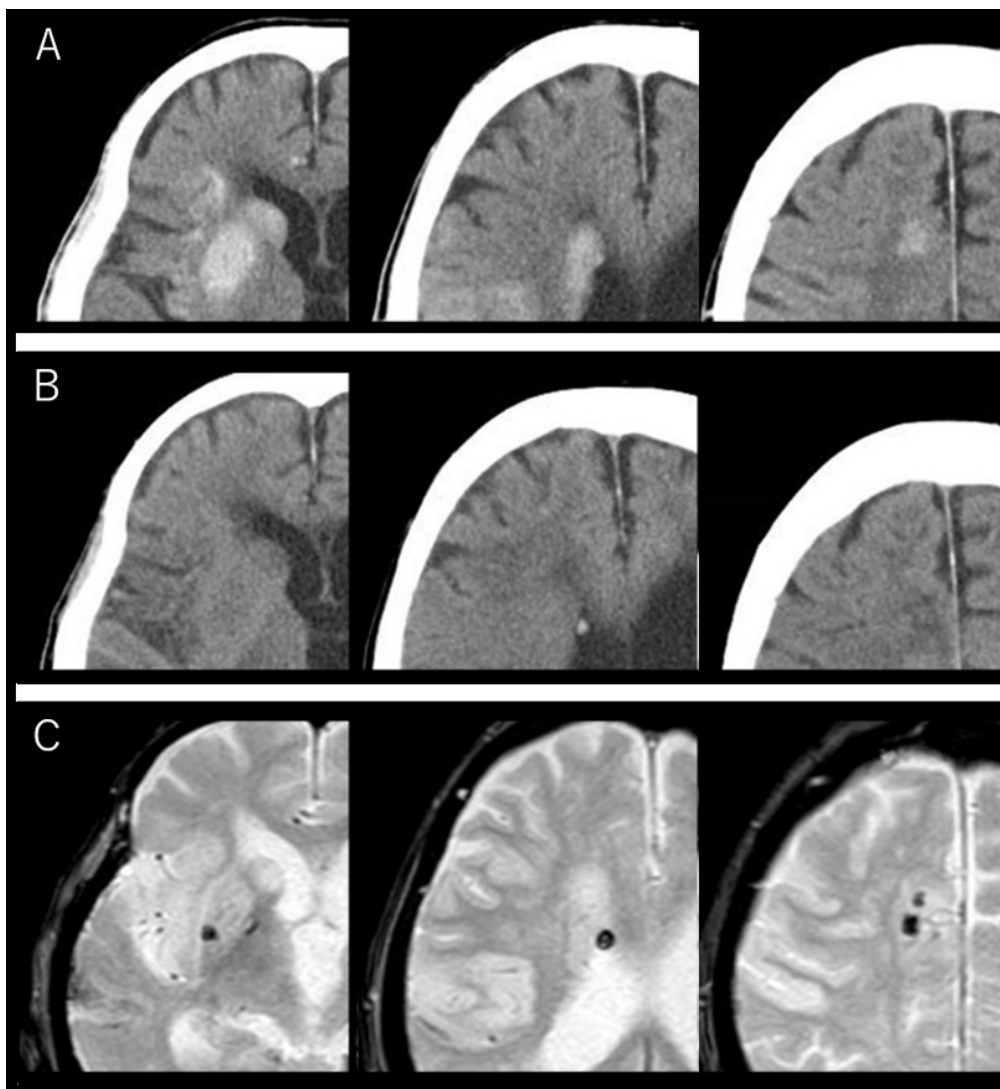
92歳女性(症例6)。単純CT(A)で高吸収を示した領域は翌日のCT(B)でwash outしたことを確認した。また同領域の一部にMRI-T2*画像(C)で新規微小出血を認めた。
